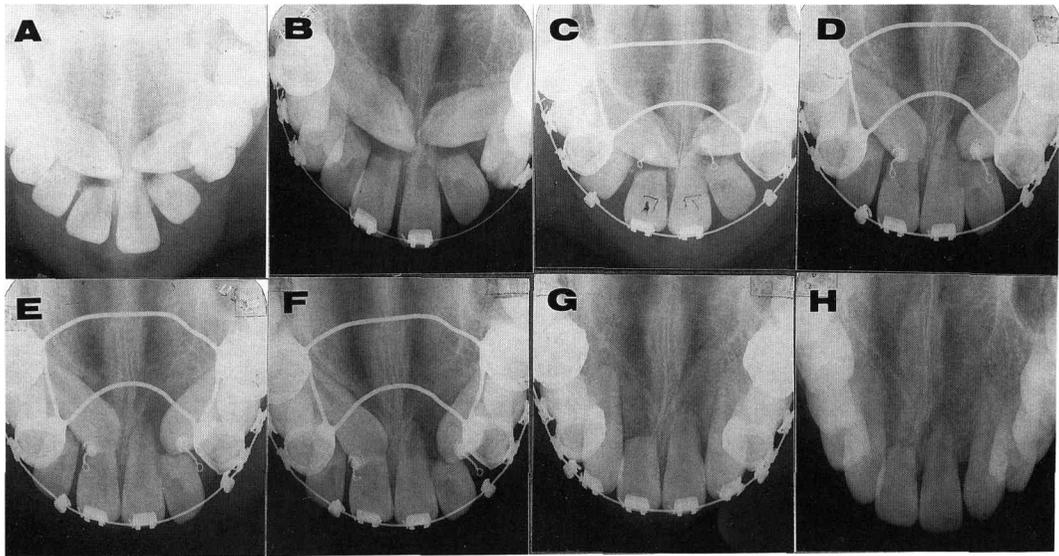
Occlusal radiographs showing maxillary teeth, during treatment of impacted canines.
